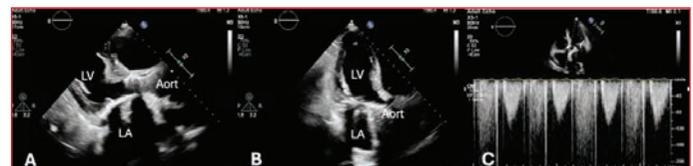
Two-dimensional transthoracic echocardiography images of post-TAVI 3A: Parasternal long axis view, 3B: Apical three chamber view, 3C: Apical four chamber view. LA: Left atrium, LV: Left ventricle.
